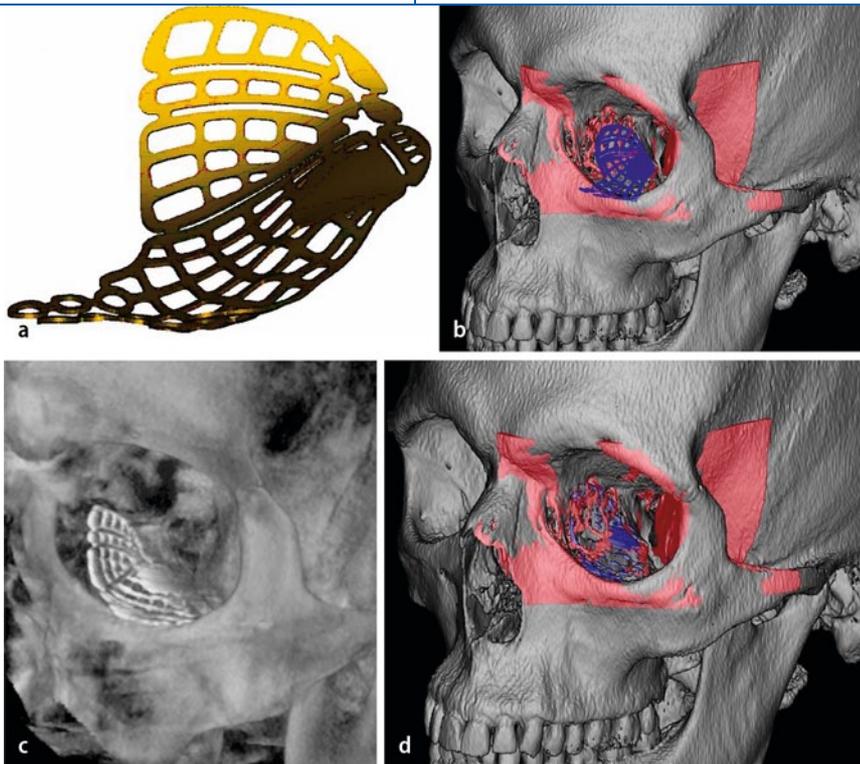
a Ein standardisiertes 3D-Titanmesh-Orbita-Implantat (Synthes GmbH, Schweiz) wurde auf der Datengrundlage von anatomischen Formanalysen entwickelt. b Die präoperative Planung einer Orbitarekonstruktion kann mittels virtueller Schablone des 3D-Titanmesh-Orbita-Implantats durchgeführt werden. c Die gespiegelte gesunde Seite wird rosa dargestellt. Im Anschluss erfolgt das Platzieren des virtuellen Implantates. Die 3D-Rekonstruktion der digitalen Volumentomographie (DVT) zeigt eine regelrechte Position des Implantates. d Die Bildfusion der präoperativen Planung und des intraoperativen DVT ermöglicht eine hochpräzise Qualitätskontrolle. Die gespiegelte gesunde Orbita ist rosa dargestellt, blau das eingebrachte Titanimplantat in regelrechter anatomischer Position
